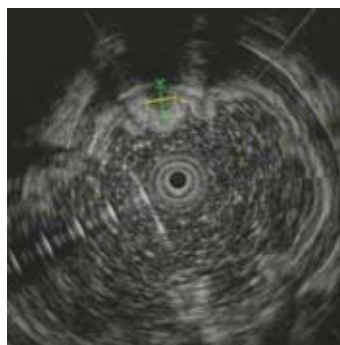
在超声内镜下表现为低回声光团, 伴有不均匀高回声光点的异位胰腺病例.
